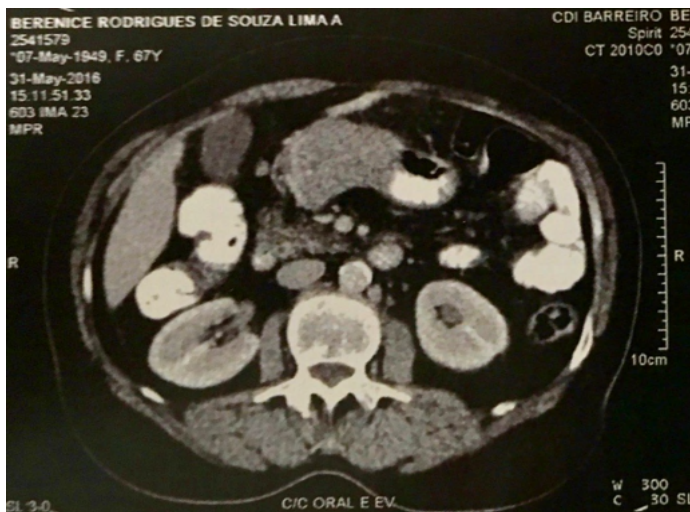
(superior): corte de TC de abdome evidenciando imagem expansiva em estômago, sugestiva de neoplasia. Imagem 3 (inferior): foto de EDA indicando massa volumosa, de crescimento intrínseco e sem acometimento de mucosa. (Acervo Pessoal).
